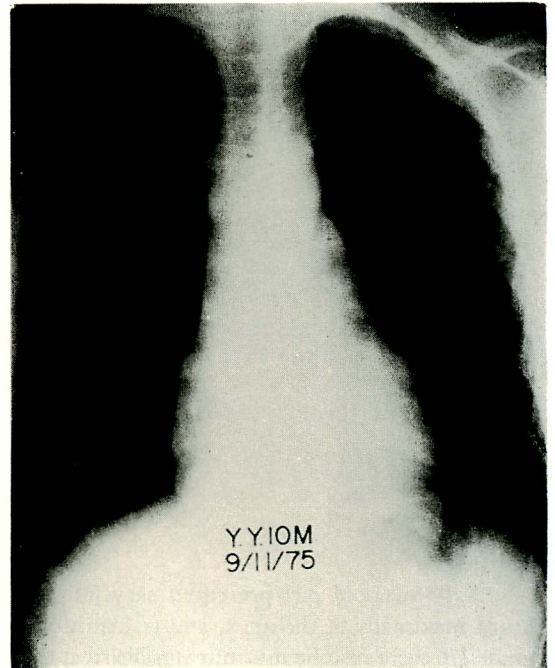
Posteroanterior view of X-ray.
